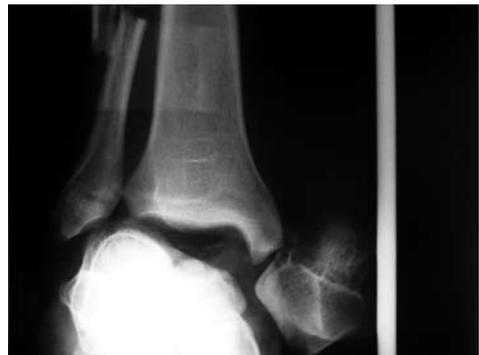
Radiografía AP de la lesión al ingreso donde se observa el astrágalo enucleado.
